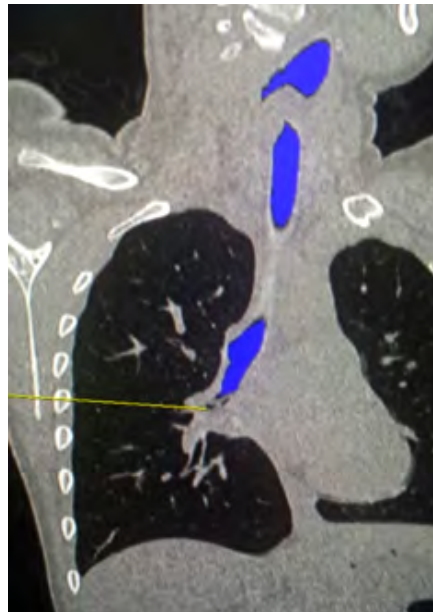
Tomografía Axial Computarizada con navegación endocavitaria de vía aérea. Fuente. Base de datos de la investigación.
